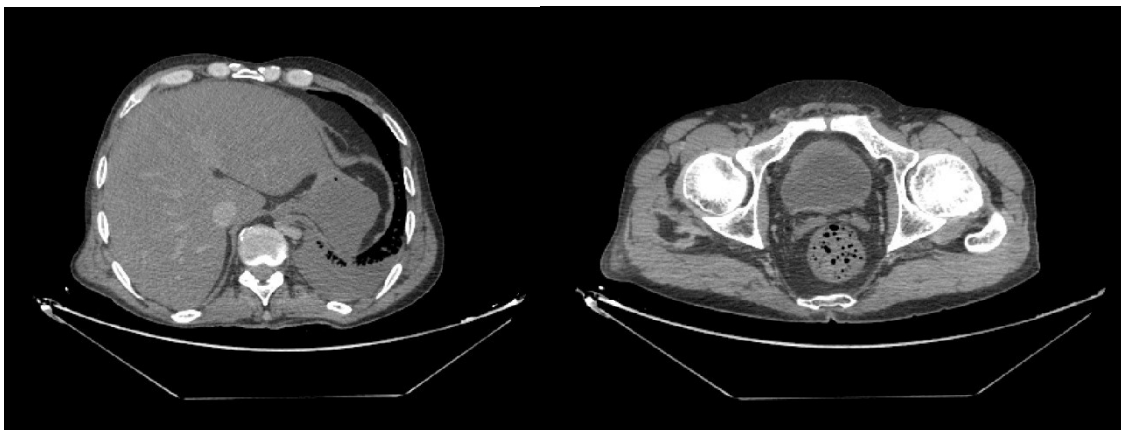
Abgrenzungen des Abdomens für Fettsegmentierung aus CT-Schnittbildern, links kraniale Abgrenzung, rechts kaudale Abgrenzung
